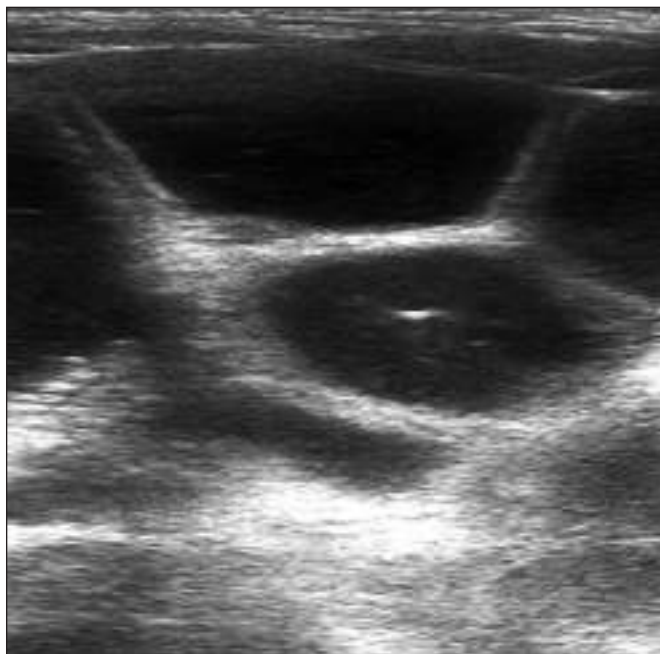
УЗИ: симптом «сот» – жидкость в петлях тонкой кишки.
